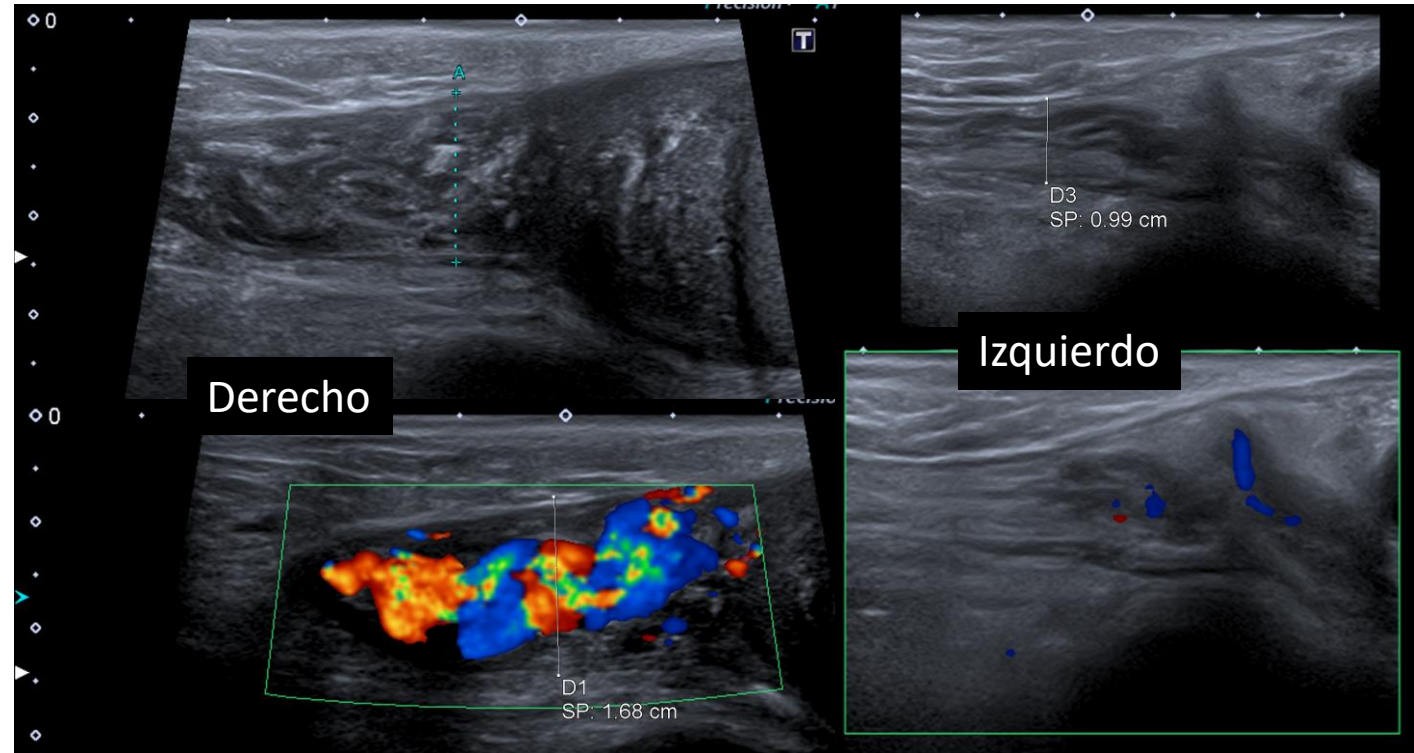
Aumento de grosor del cordón espermático derecho y de la señal Doppler color vs izquierdo (normal)
